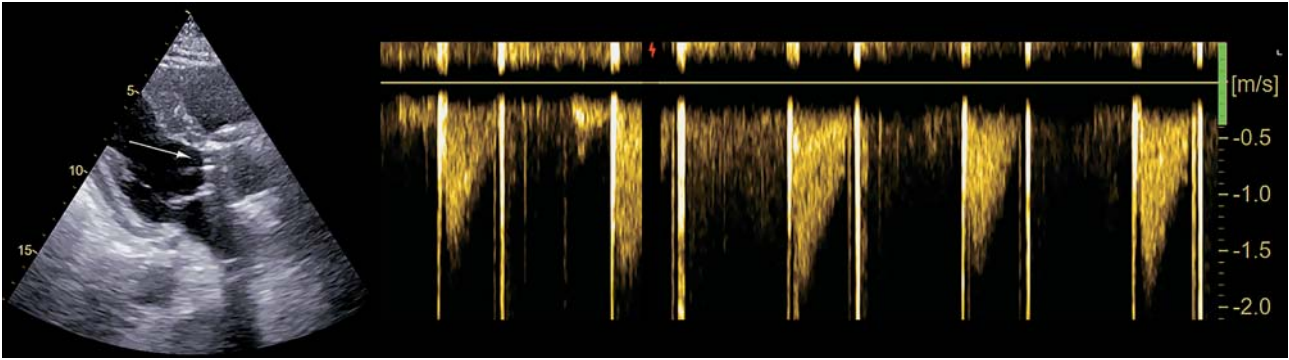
Эхокардиографическая оценка потока крови на протезе аортального клапана (стрелкой указана тень протеза аортального клапана).
